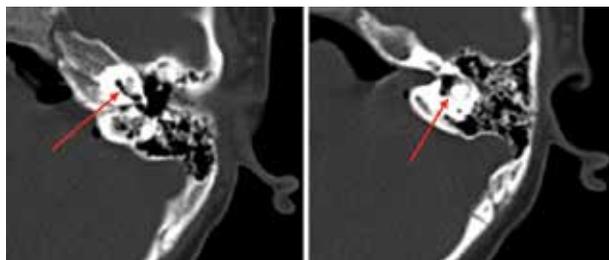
TAC de oído derecho que muestra en distintos cortes axiales la presencia de aire en rampa basal coclear -imagen izquierda- y aire en laberinto -imagen derecha- (pneumo laberinto).
